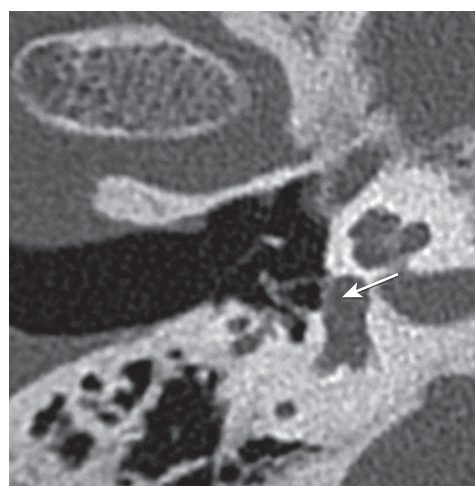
Otospongiose type 1a. Coupe TDM double oblique (plan axial stapes) : épaissement hypodense de la platine supérieure à 0,6 mm (flèche).
